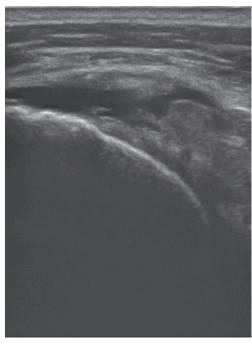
Échographie : rupture tendineuse d'allure récente avec épanchement intra-articulaire glénohuméral et bursite sous-acromiale.
